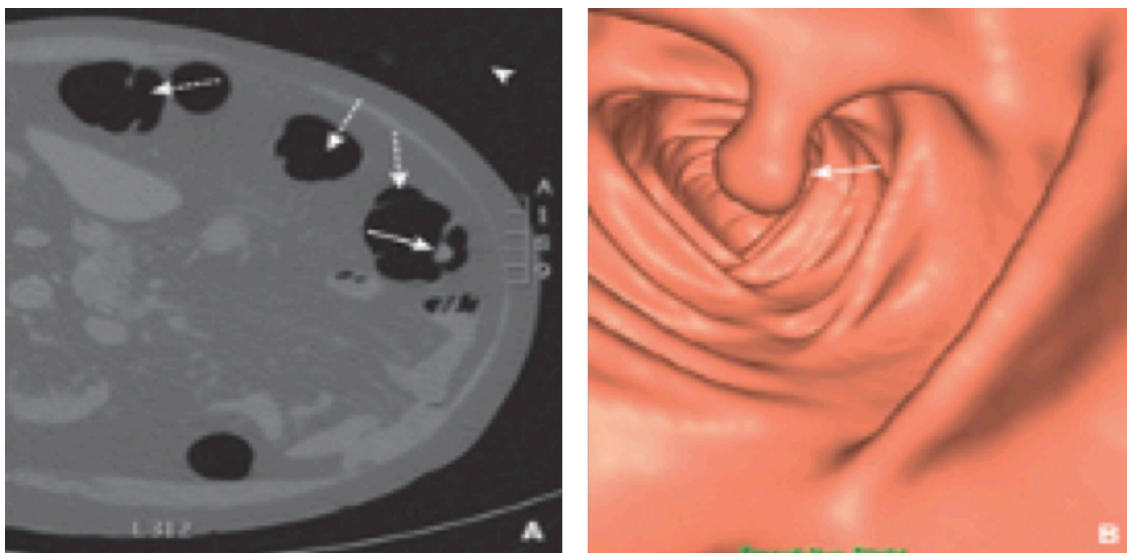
Polype en coupe TDM axiale et en reconstruction tridimensionnelle endoscopique [5]
